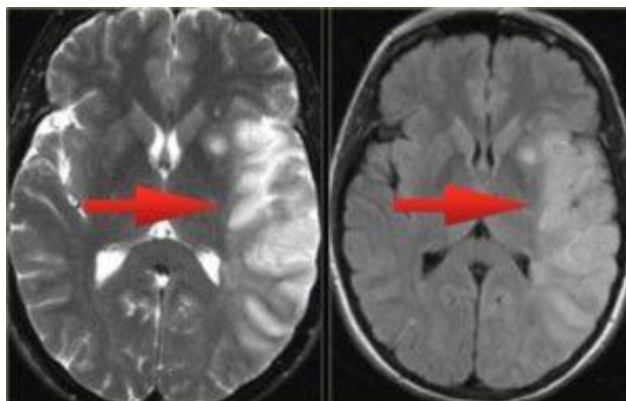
МРТ головного мозга, острое нарушение мозгового кровообращения с образованием инфаркта в бассейне левой средней мозговой артерии (Пациент М., 75 лет)
